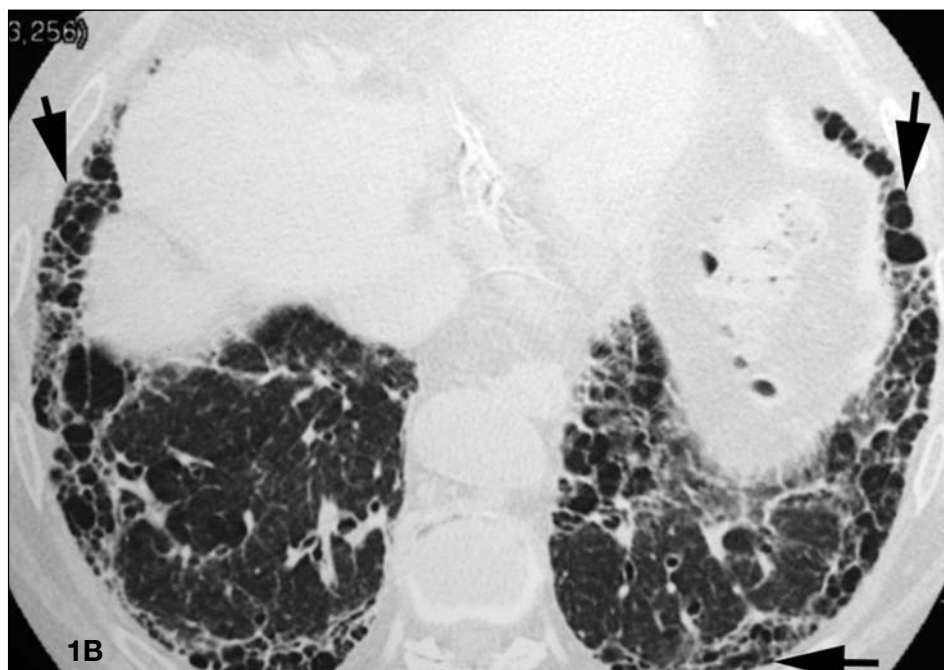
La imagen TC del mismo paciente realizada a nivel de los LLII muestra una neumopatía intersticial fibrosante con patrón de NIU. Obsérvese la presencia de panal de localización periférica y subpleural (flechas).
